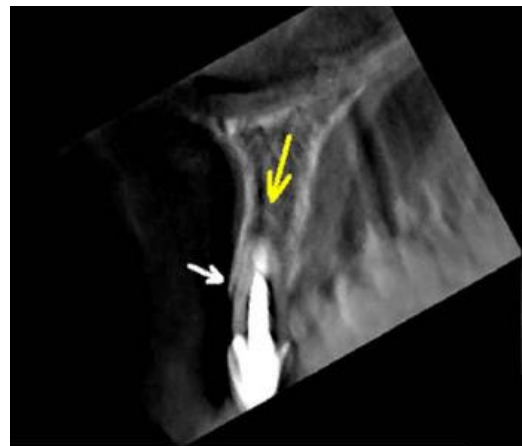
Imagem obtida por CBCT, mostrando a fractura radicular que não é visível com radiografia convencional na figura 13. (In Bernardes *et al.* 2009)
